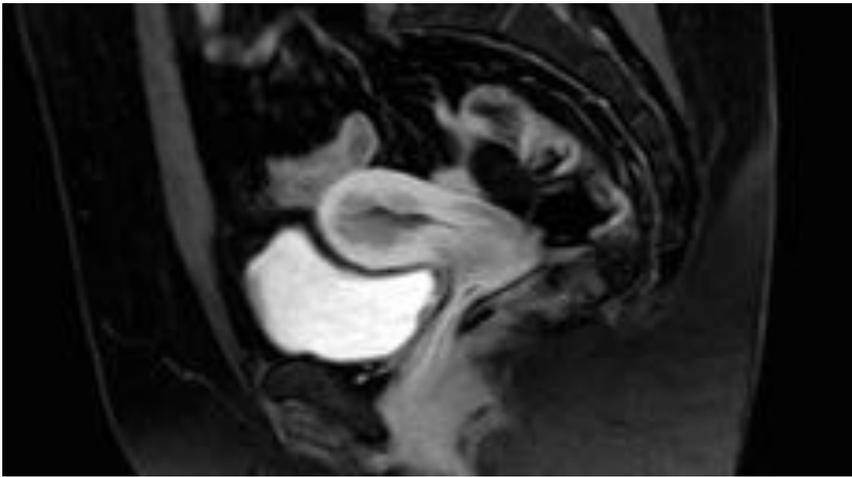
Corte sagital de RM a nivel de pelvis en el que se aprecia el endometrio engrosado y aumentado de tamaño a nivel del cuerpo uterino, objetivándose una solución de continuidad de la mucosa en su zona central, extendiéndose hasta casi la mitad del espesor del miometrio, hallazgos que sugieren un estadio IB.
